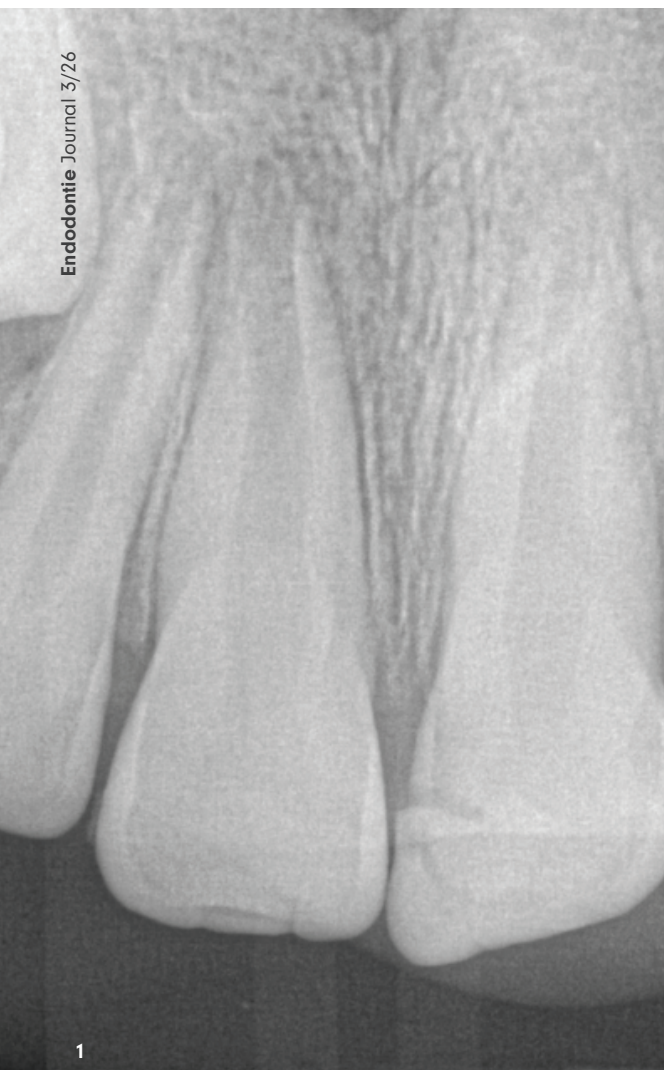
Diagnostische Röntgenaufnahme.
